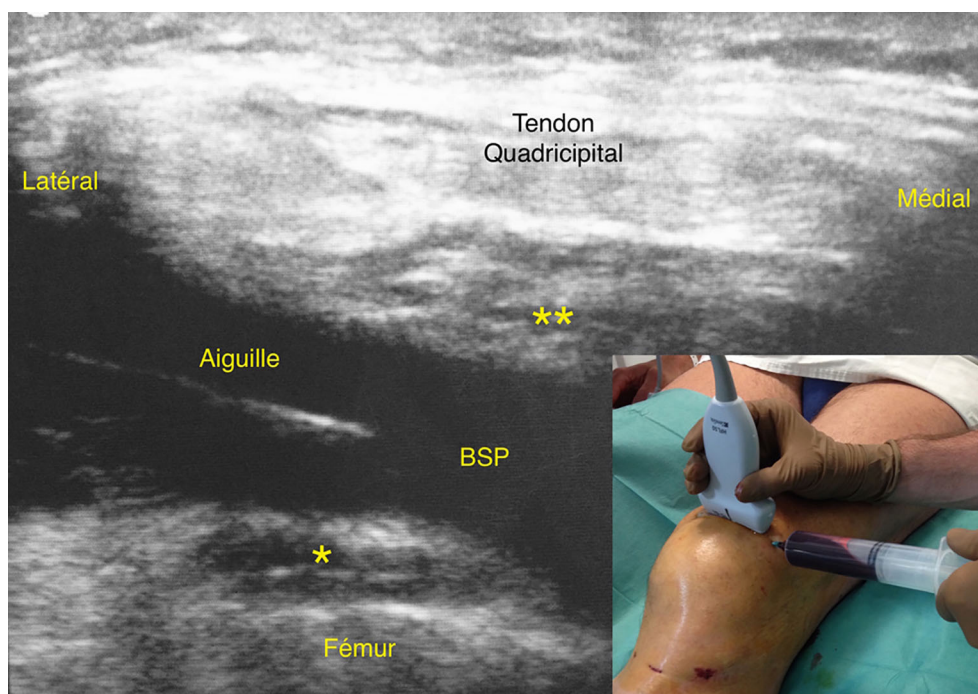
Abord supratellaire externe échoguidé dans le cadre d'une ponction évacuatrice d'hémartrose sous antivitamine K. La sonde échographique est positionnée légèrement à distance du point de ponction mais dans l'axe de l'aiguille. Coupe transversale permettant la visualisation directe de l'aiguille (ligne hyperéchogène) au sein de la bourse supratellaire (BSP) distendue par l'épanchement intra-articulaire (zone hypoéchogène) à drainer et à distance des paquets adipeux préfémoraux (astérisque) et sous-quadricipital (double astérisque)
